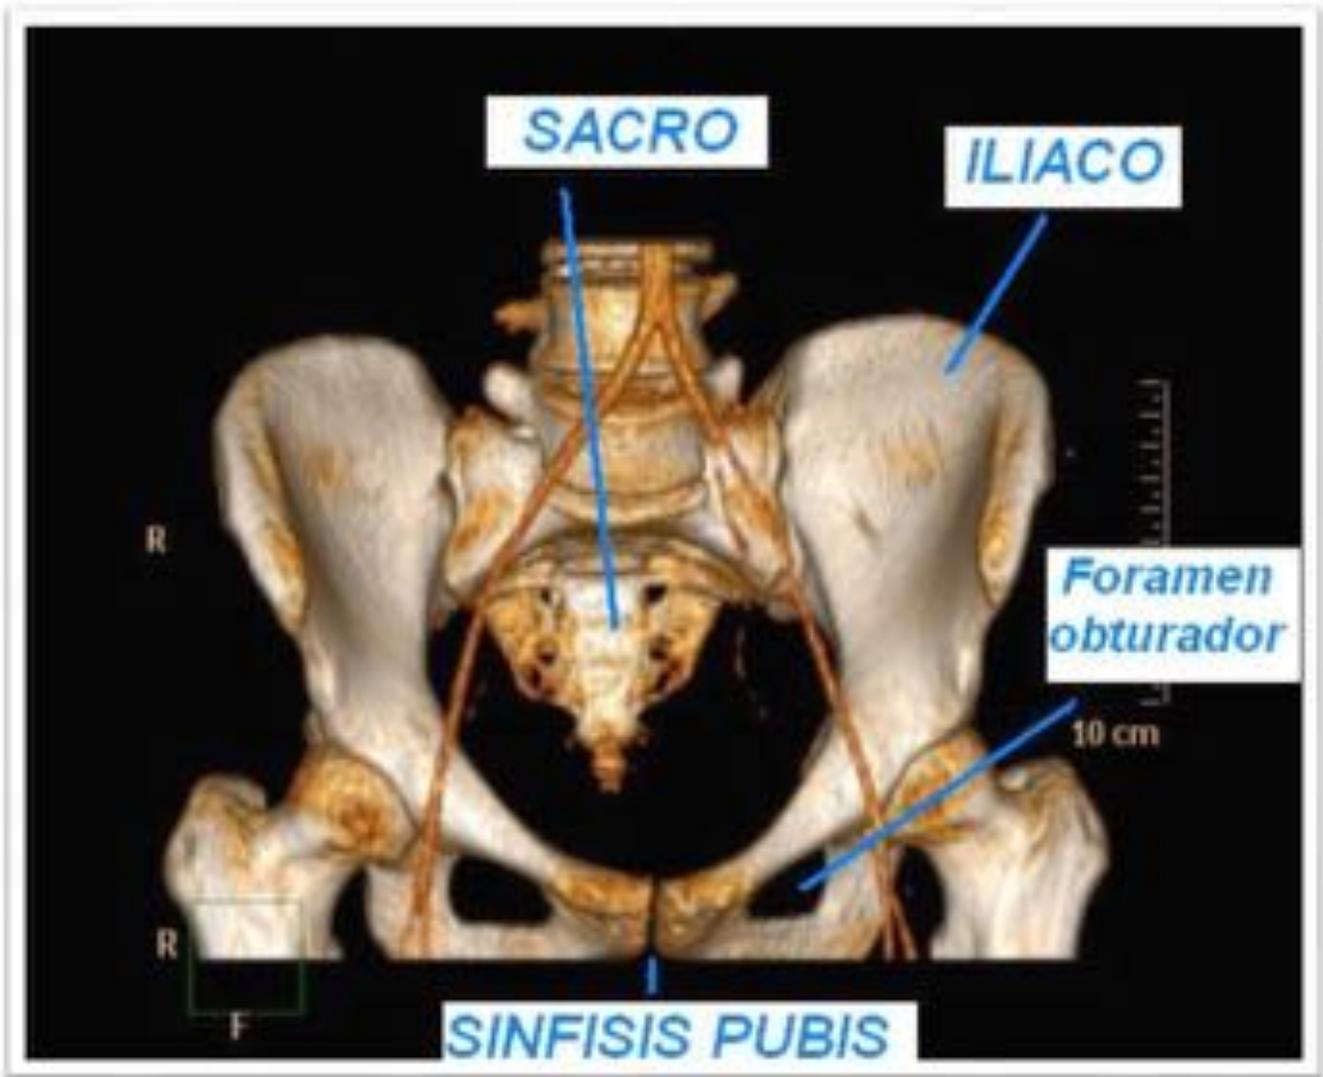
Reconstrucción volumétrica de TC pélvico. Relaciones anatómicas de Sacro, Ilíaco y sínfisis púbica. Situación del foramen obturador.
